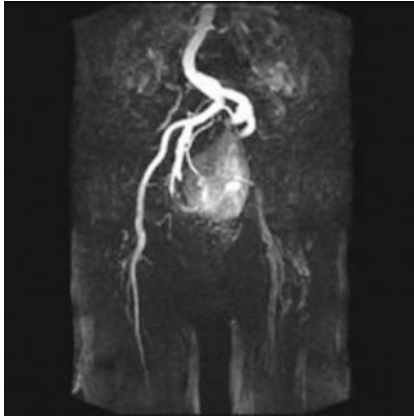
Angiorresonancia.
